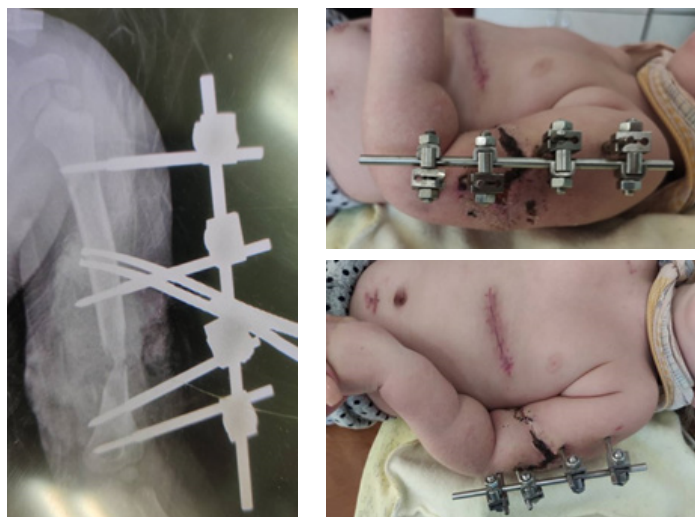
Рентгенограмма и фото конечности ребенка после ПХО ран и стержневого остеосинтеза
